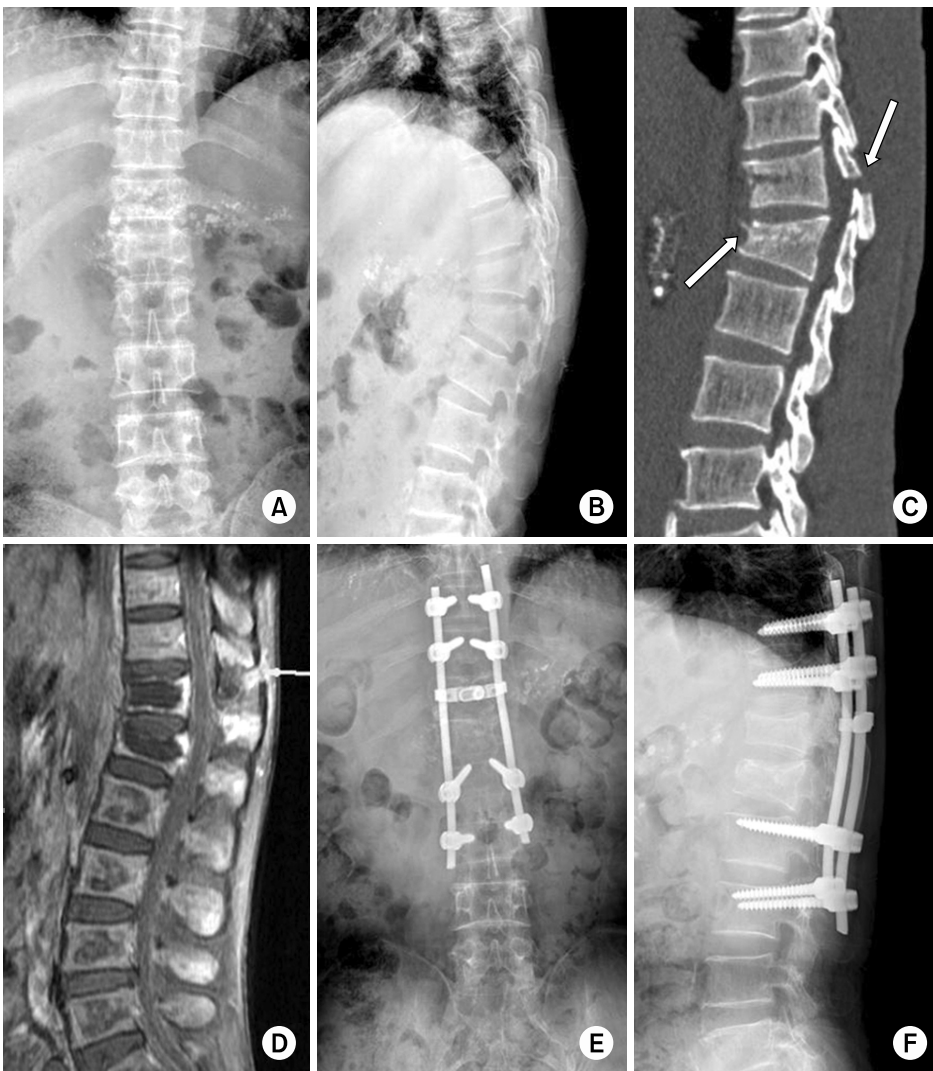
A 69-year old man sustained flexion-distraction injury at T12-L1 by fall down (A, B). Preoperative CT showed clear fracture line at the L1 body and T12 lamina (C). Preoperative MRI showed posterior complex injury T12-L1 level (D). Postoperative radiograph showing the posterior instrumentation used in this patient (E, F).
